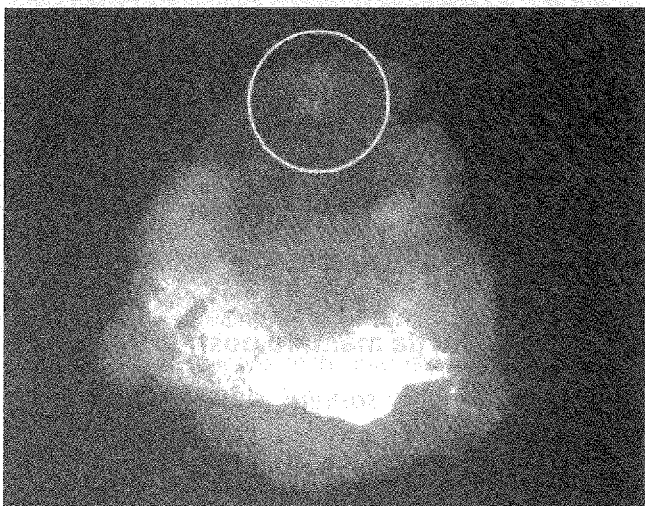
Radiografia piesei operatorii.
